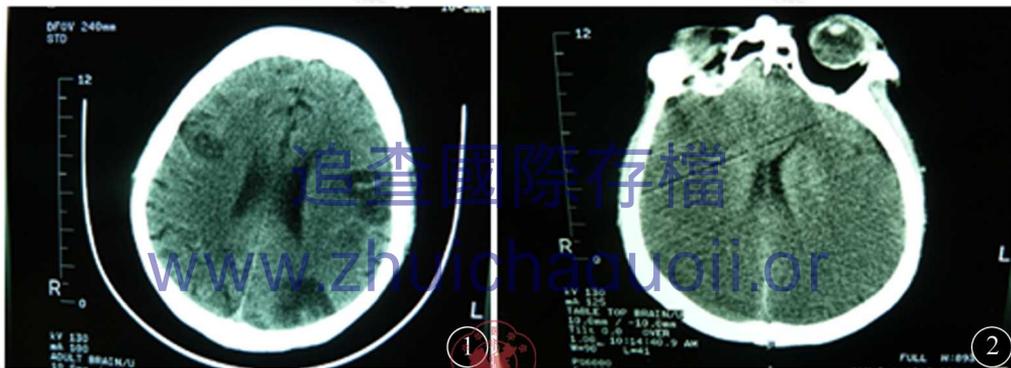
肝移植后并发癫痫头颅CT表现为出血伴脑梗死 图2 肝移植后并发癫痫头颅CT表现为脑水肿
